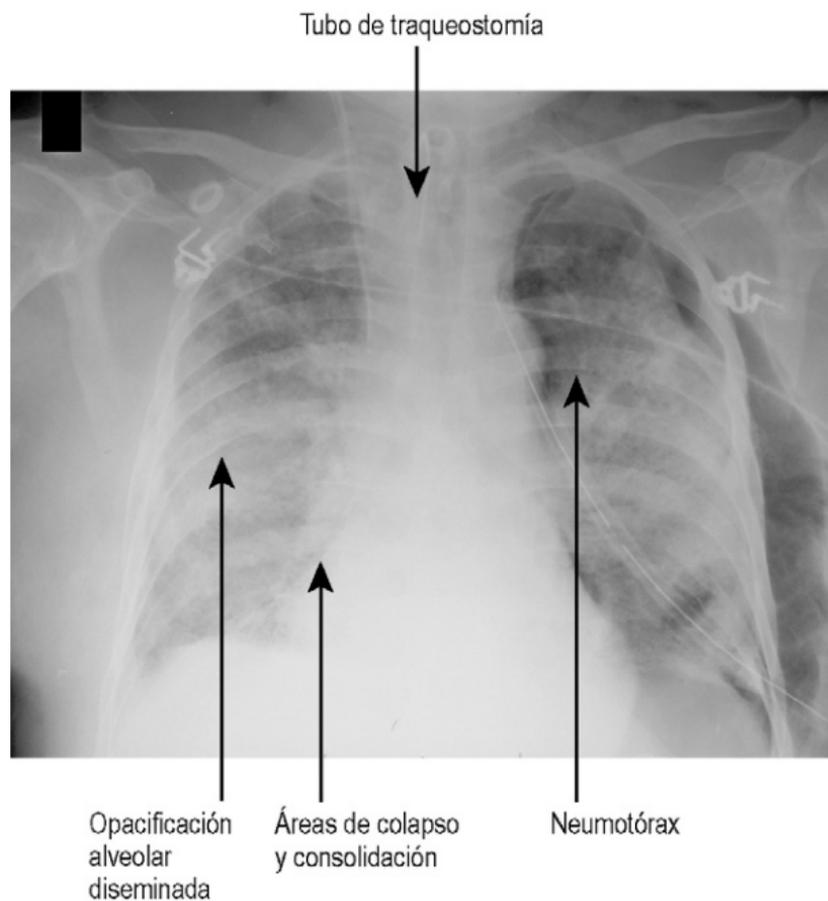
Radiografía de tórax que muestra las características típicas del SDRA grave.
